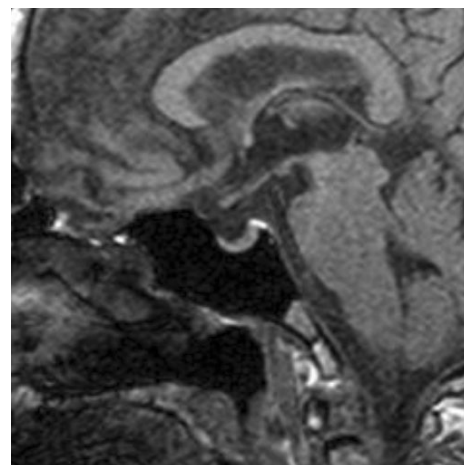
Pituitary MRI shows no definite abnormalities.
